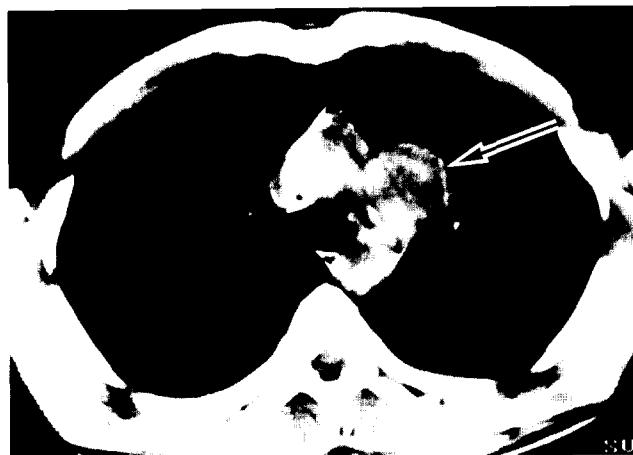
Preoperative chest CT scan showed round, homogeneous mass under the aortic arch.
